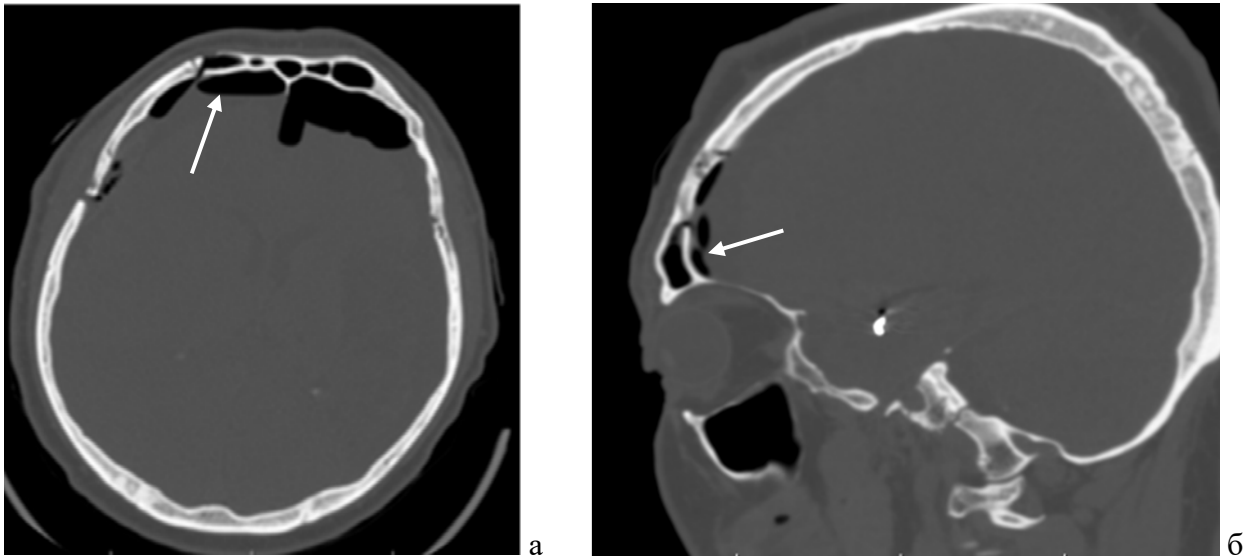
КТ головного мозга: а - аксиальная проекция, б - сагиттальная проекция: пневмоцефалия, латеральный дефект в области задней стенки лобной пазухи (указан стрелкой)
